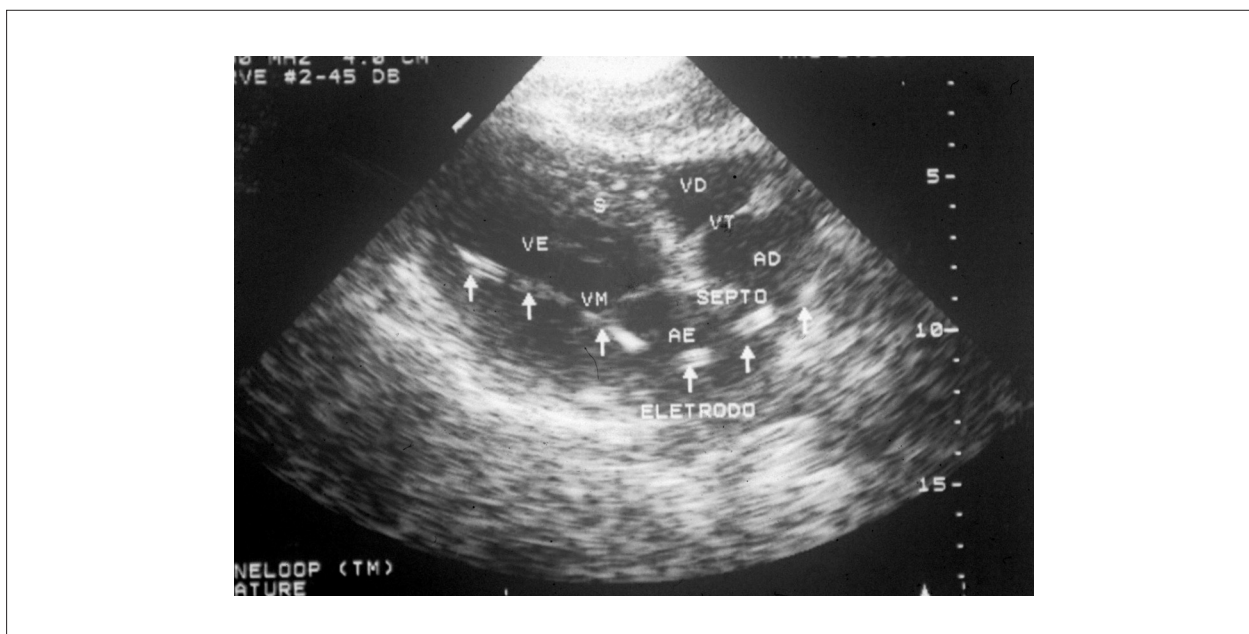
Corte subcostal do ecocardiograma mostrando trajeto do eletrodo do marca-passo: entra no átrio direito, atravessa o septo interatrial, passa pelo átrio esquerdo e orifício da valva mitral, e implanta-se na parede lateral do ventrículo esquerdo.
